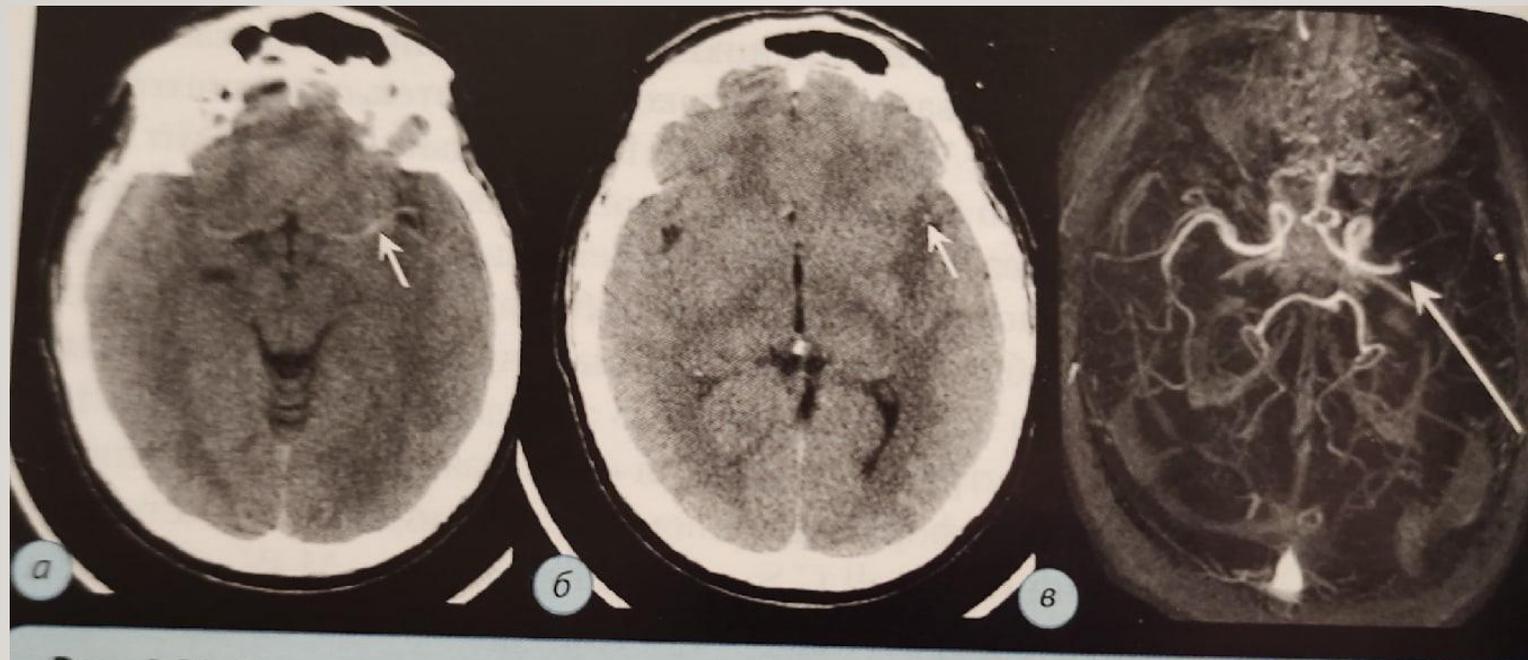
Острая ишемия в бассейне СМА слева в результате ее тромбоза, острая фаза. КТ: а — симптом повышения плотности СМА (стрелка); б — снижение плотности островковой зоны височной доли (стрелка); магнитно-резонансная томография в режиме ангиографии (МРТ-ангиография); в — обрыв просвета СМА слева (длинная стрелка)
